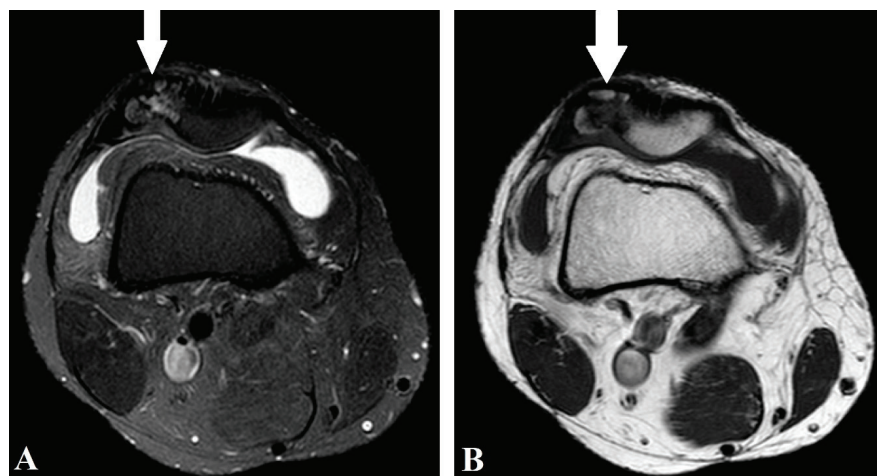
RM no corte axial na sequência DP SPIR em A e T1 em B demonstrando patela bipartida com lesões condrais e edema subcondral (seta branca).
